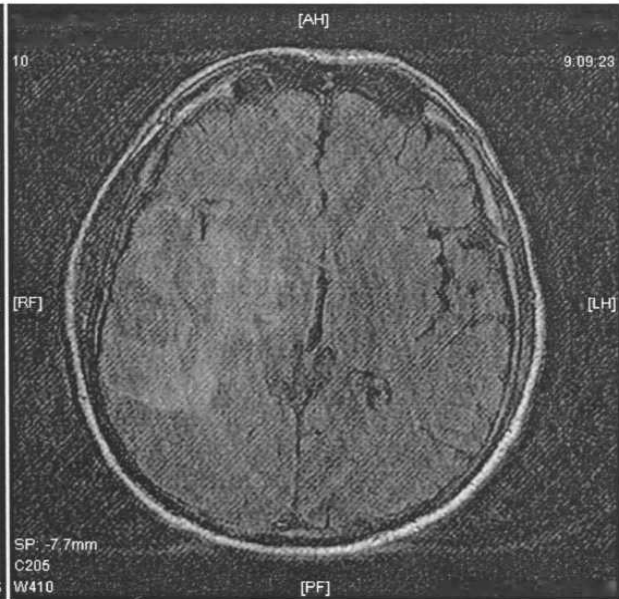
МРТ больного Ш. от 08.06.2012 г.: в правой височной области мозга определяется очаг с признаками абсцесса
